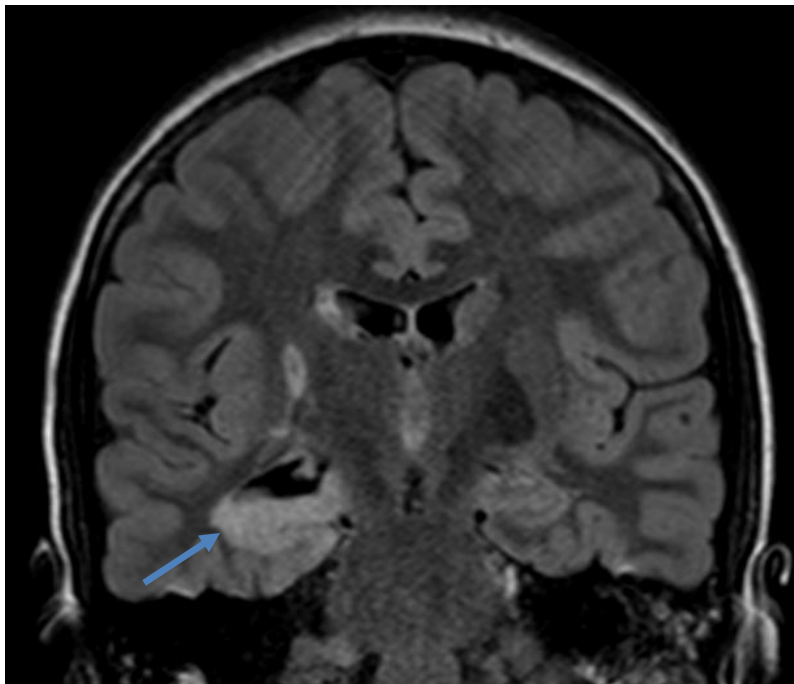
Imagem FLAIR, pré-operatório, em corte coronal. Evidencia lesão cortical temporal basal direita com hipersinal, que corresponde ao tumor.
